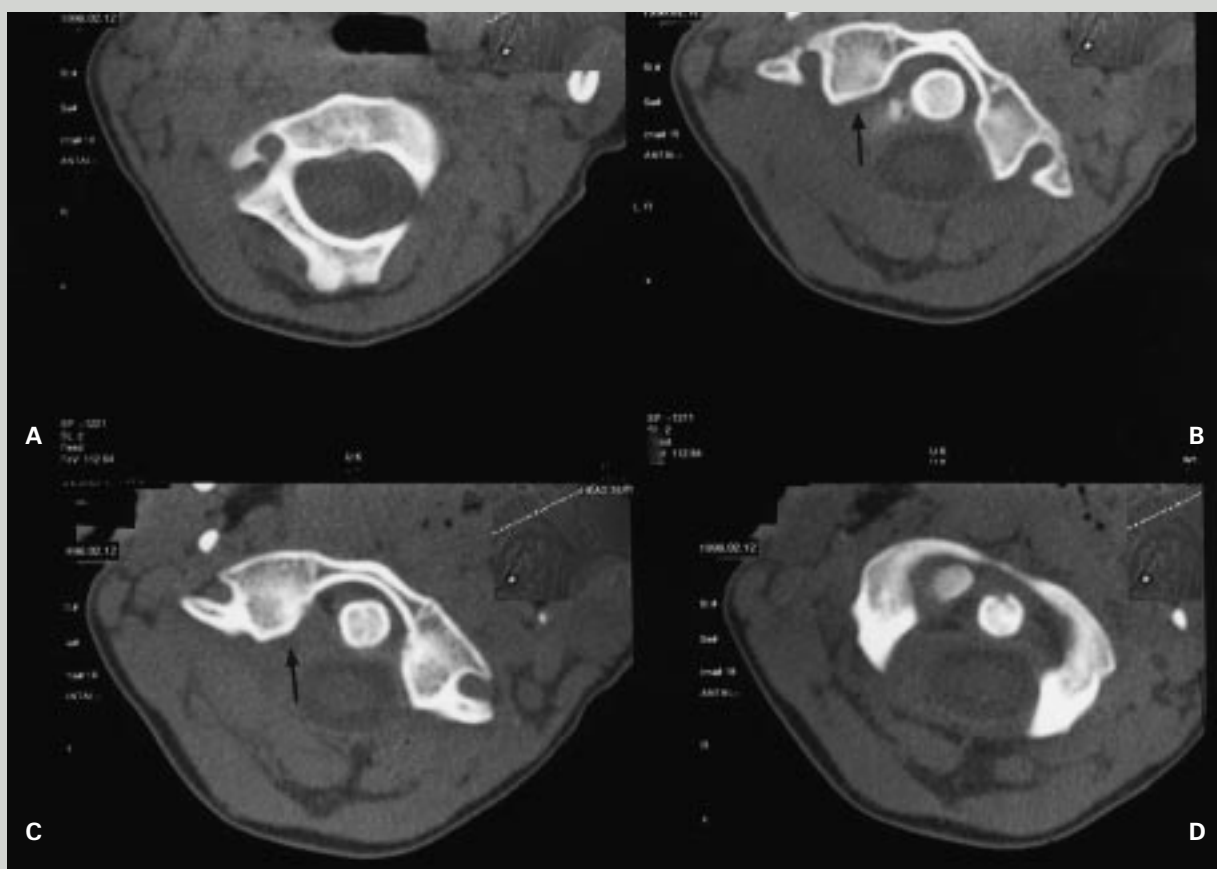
CT-scanning af nakken, illustrerende en atlantoaksial subluktation. Der er vist fire horisontale snit gennem atlas og axis af 2 mm tykkelse. Det første snit (A) viser corpus og arcus af axis, som ikke er roteret. De følgende tre snit, som er henholdsvis 1 cm (B), 1,2 cm (C) og 1,6 cm (D) kranialt herfor, viser arcus anterior og massa lateralis af atlas. Øverste snit når ikke helt op til arcus posterior, som således ikke ses. Dens axis ses tydeligt på de tre snit (B, C og D) foran spinalkanalen. Højre massa lateralis på atlas er roteret 1 cm ventralt i forhold til massa lateralis på axis (pil). Der ses ingen ventral forskydning af atlas, idet afstanden mellem dens og arcus anterior er normal.
